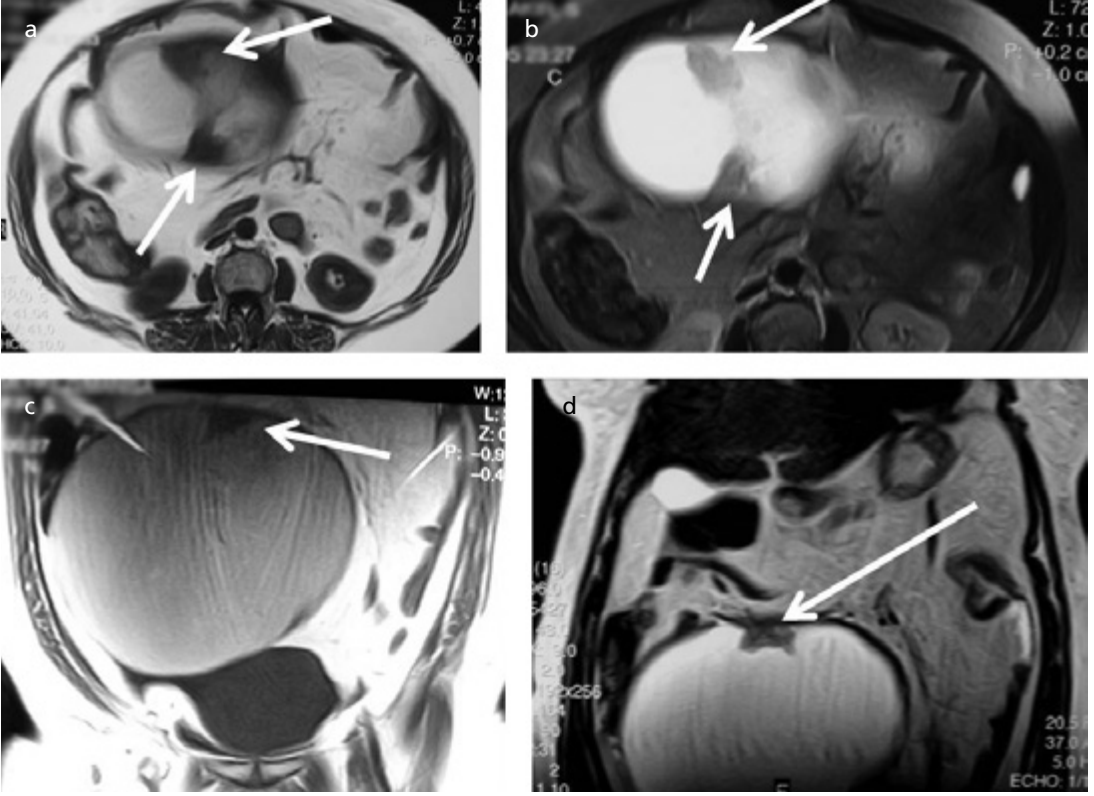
a-d. Müsinöz kistadenom tipik MRG bulguları. (a) Aksiyel T1A kesitte ön duvar komşuluğundaki kistik alanın hafif yüksek T1 sinyali (küçük ok) nedeniyle müsinöz içerik söz konusu olup, (b) post-kontrast aksiyel, (c) T2 aksiyel ve (d) sagittal T1A postkontrast kesitlerde septalı alanların ve duvarların ince ve düzgün olması solid alan içermemesi nedeniyle müsinöz kistadenom ile uyumludur.
